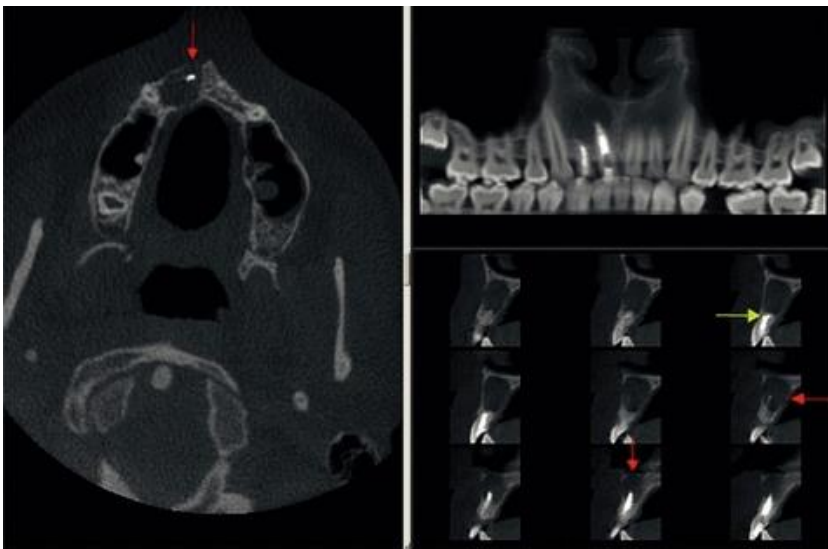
Différents types d'images obtenues avec un examen CBCT. [34]
